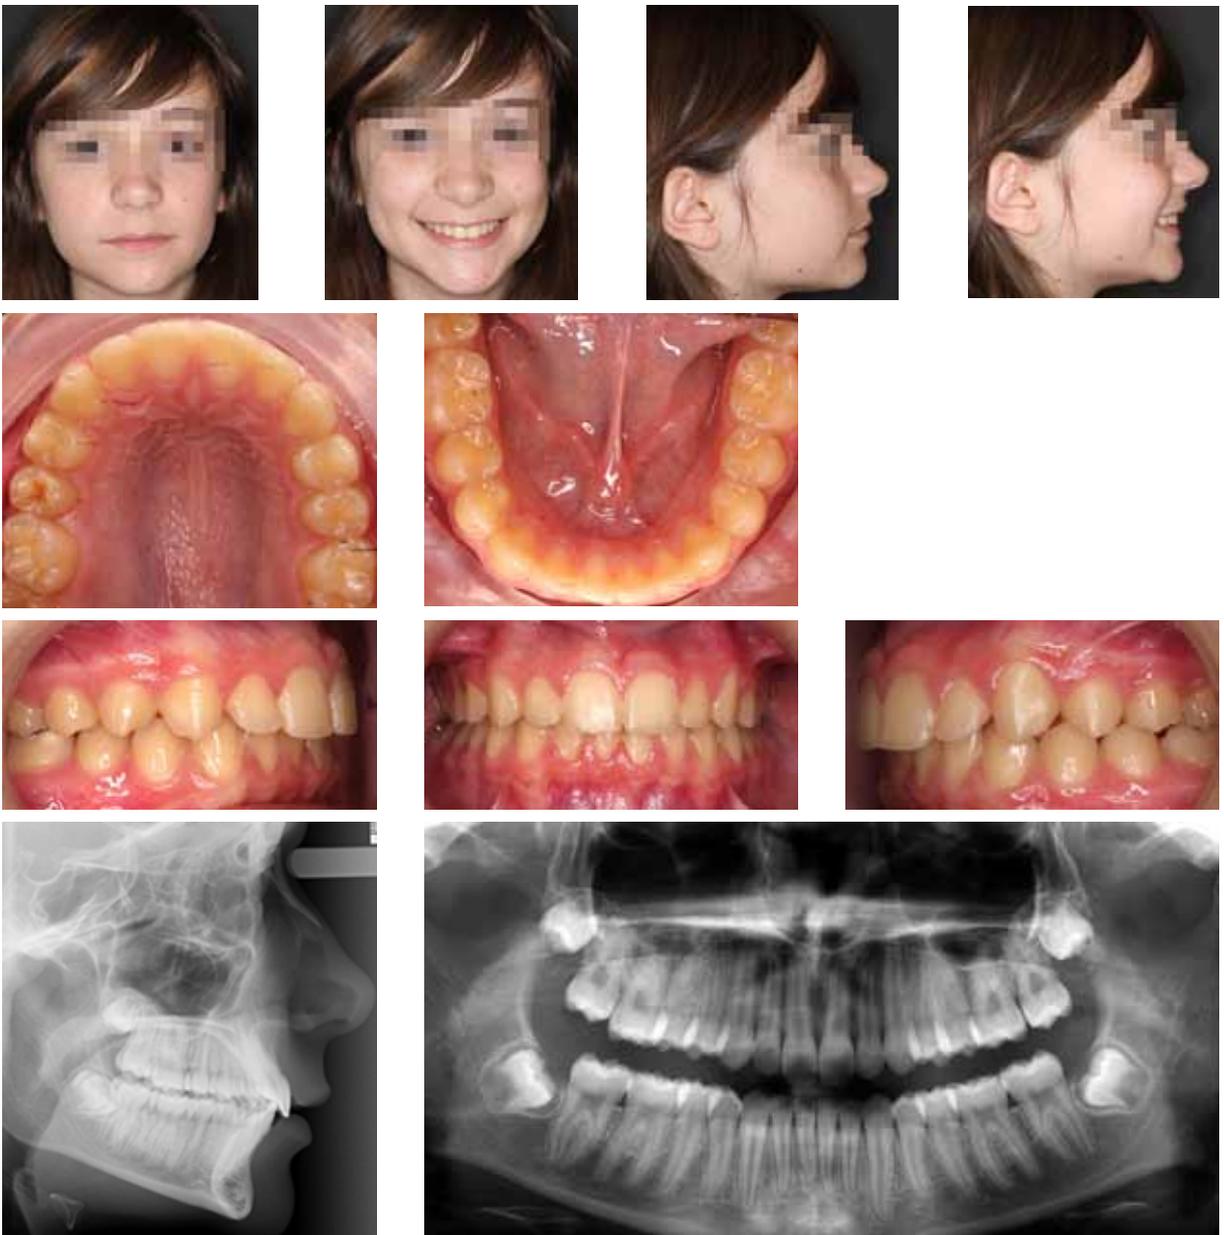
Fotografías faciales, fotografías intraorales y radiografías post-tratamiento.
